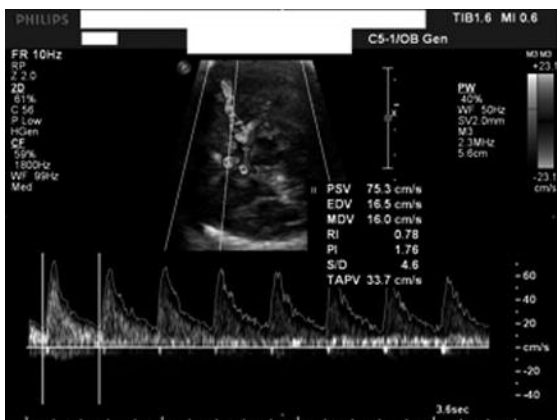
Medición por ecografía del PVS-MCA. En este caso es mayor de 1.5 MoM, reflejando anemia fetal
